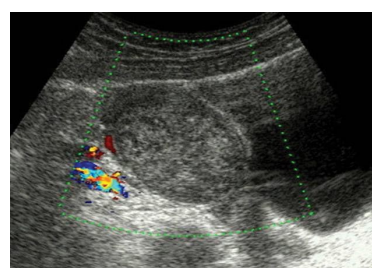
Ecografía transvesical que muestra un quiste de contenido heterogéneo y aspecto pseudosólido. Al estudio Doppler color se observa vascularización periférica. La imagen corresponde a un quiste hemorrágico que presentó normalización ecográfica en fase post-menstrual.
